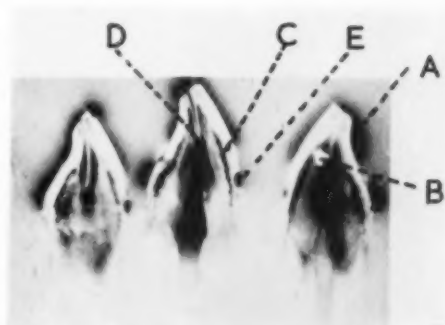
Serial autoradiographs of an attrited incisor of a male patient, aged 20, of which the crown had been immersed for 10 weeks in C^{14} labelled glucose solution. $\times 2$.
